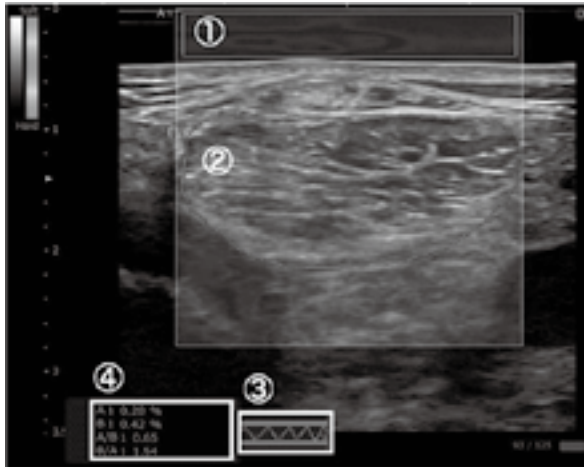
Real time tissue elastography 測定におけるエコー画面
